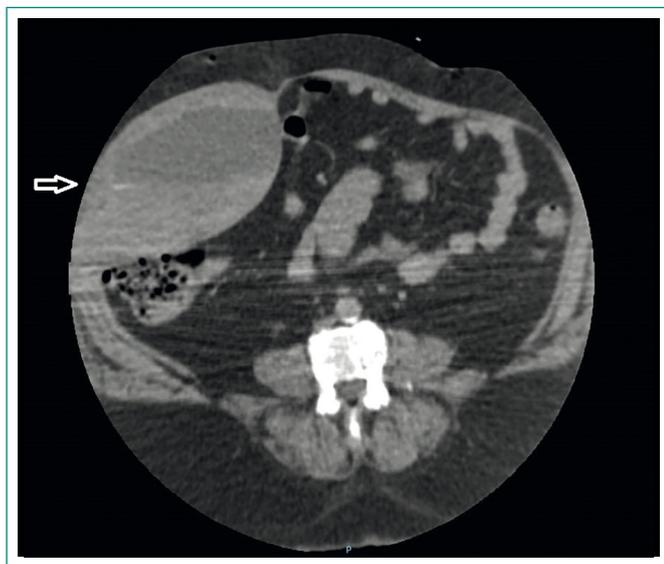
TC abdominal: la flecha señala el hematoma del recto anterior derecho del abdomen
